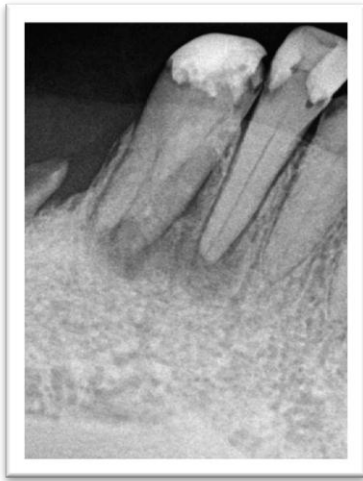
/3a 1. Radiografía Preoperatoria.
